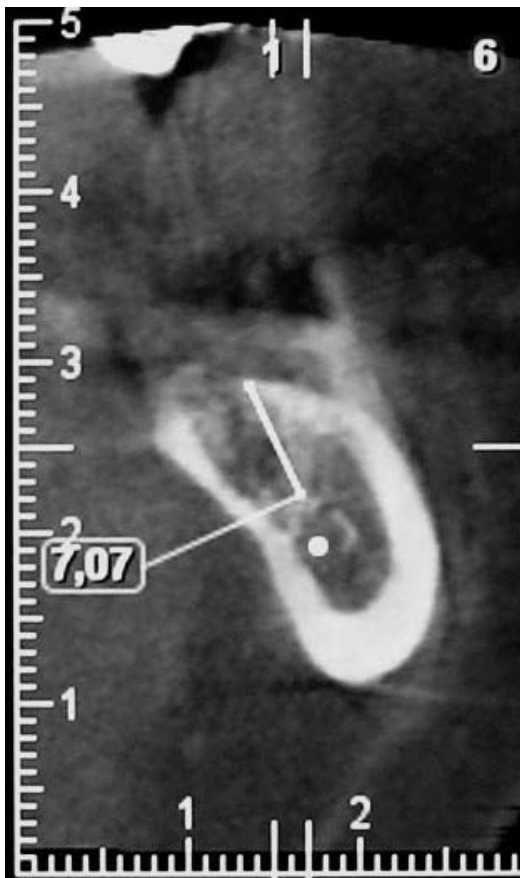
Tomografía axial computada pre-quirúrgica de 3.7
